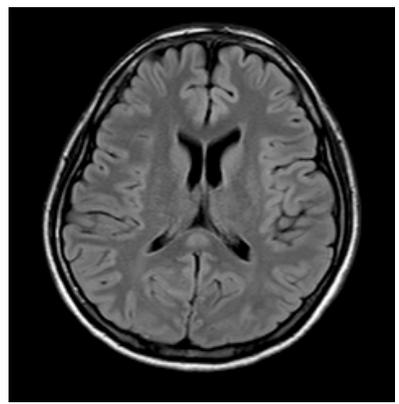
圖 C：第 7 天 T2-FLAIR phase。
